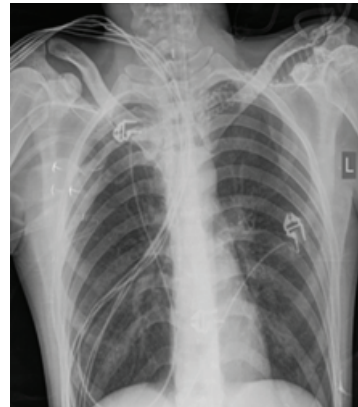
Тот же больной. На рентгенограмме грудной клетки отмечается регресс инфильтративных изменений (12-е сутки)
